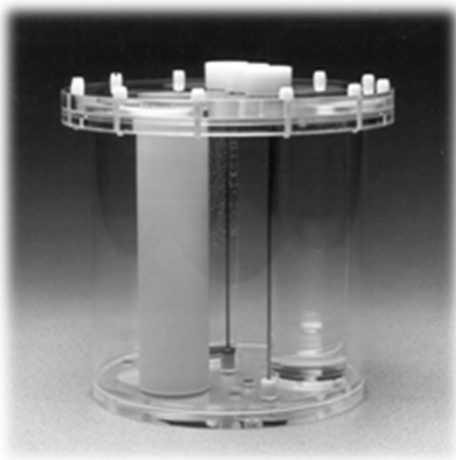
NEMA (National Electrical Manufacturers Association) PET Phantom™ (NU2-1994). A cylindrical Clear Lucite, Hot Sphere inserts, and Solid Teflon insert are fixed inside the phantom.
